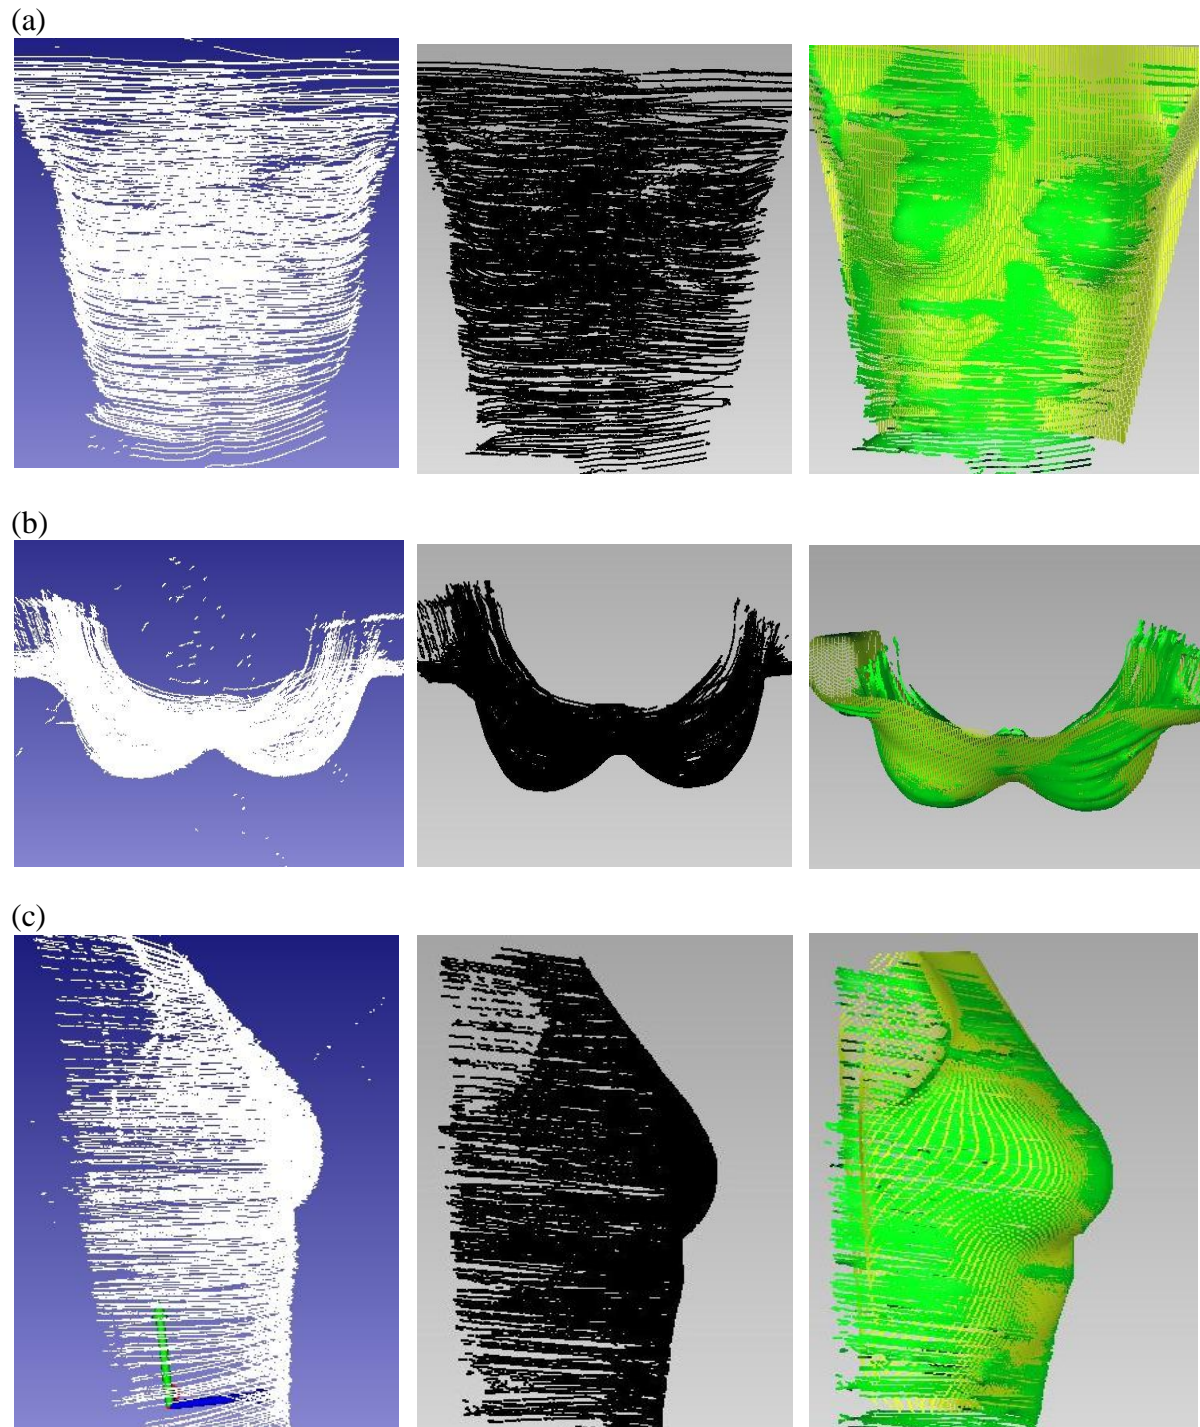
Da sinistra a destra, l'acquisizione vista nella finestra di Vtk tramite la visualizzazione *real-time*, i punti uniformati e senza rumore rielaborati con Geomagic (§2.3.3.2) ed infine i punti acquisiti (in verde) sovrapposti ai punti del modello della scansione TAC (in giallo). Sono visualizzate le viste frontale (pannello a), dall'alto (pannello b) e laterale (pannello c) del profilo del fantoccio.
